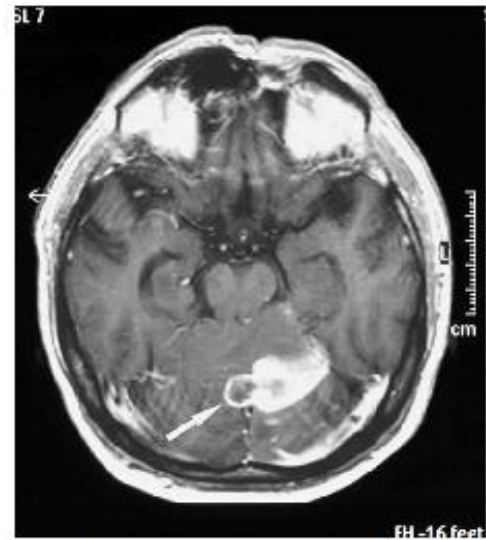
MRI (gadolinium-enhanced T1 weighted image). A ring enhancement is noted (arrow).
